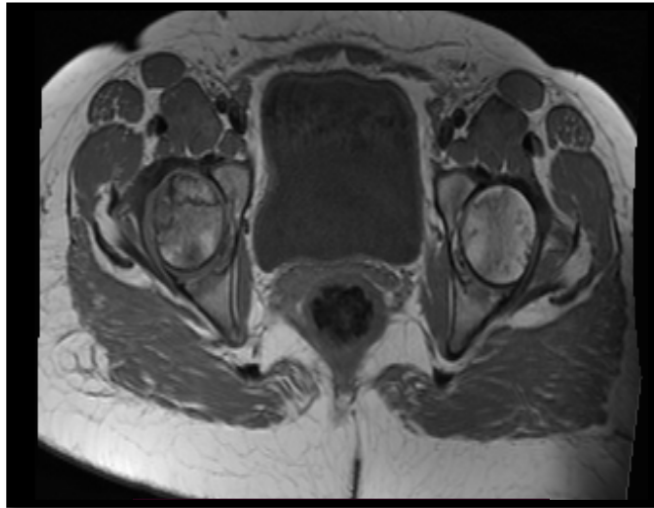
IRM des 2 hanches séquence T1 sagittale.
